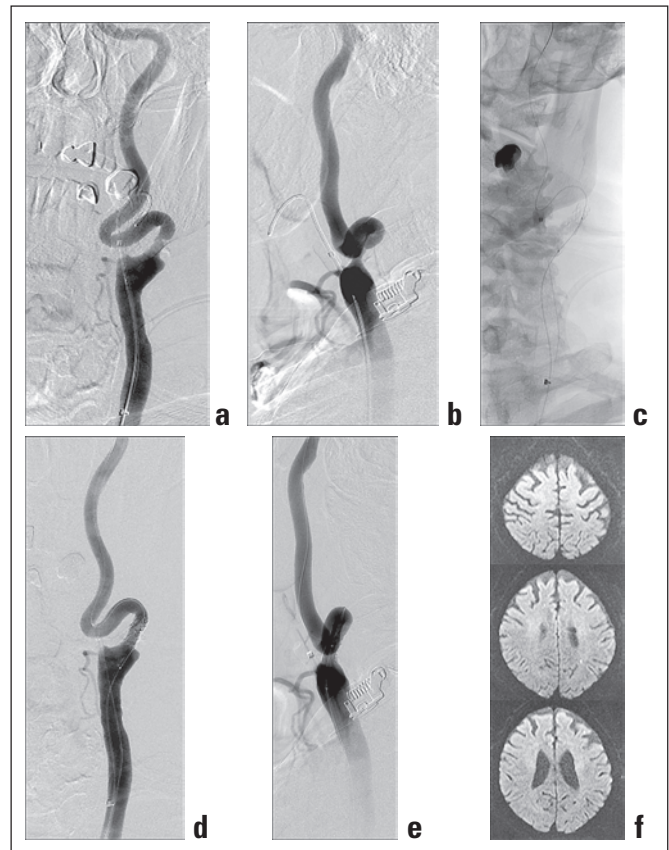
72-jähriger Patient mit symptomatischer, hochgradiger Abgangsstenose der A. carotis interna (ACI) links durch exzentrischen Kalkplaque. (a, b): Die DSA zeigt ein ausgeprägtes Coiling der ACI kurz nach dem Abgang sowie den Okklusionsballon des proximalen Protektionssystems im Abgangsbereich der A. carotis externa (ACE). Der zweite Ballon in der A. carotis communis (ACC) ist nicht abgebildet. (c): Um das Coiling der ACI nicht zu verstärken, wurde unter simultaner Ballonokklusion der ACE und ACC mit anschließender Aspiration statt des sonst üblichen selbstexpandierenden Stents ein ballonexpandierender Titanstent in die proximale ACI eingebracht. (d, e): Die Kontrollangiographie zeigt eine gute Lage und Entfaltung des Stents. (f): Im Kontroll-MRT 24 Stunden nach der Intervention zeigen sich multiple kleinste, wenige Millimeter große diffusionsgestörte Areale im Medialstromgebiet links entsprechend frischen embolischen Läsionen (helle Punkte). Der Patient war zu diesem Zeitpunkt allerdings klinisch und neurologisch unauffällig.
